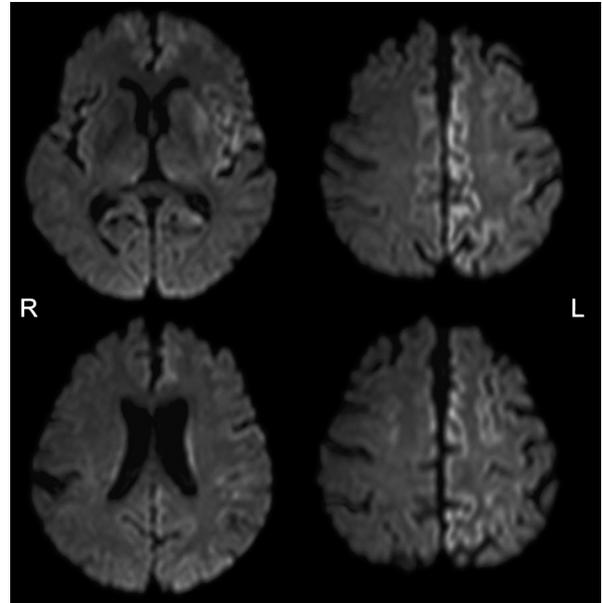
Diffusion-weighted MRI of the brain.
